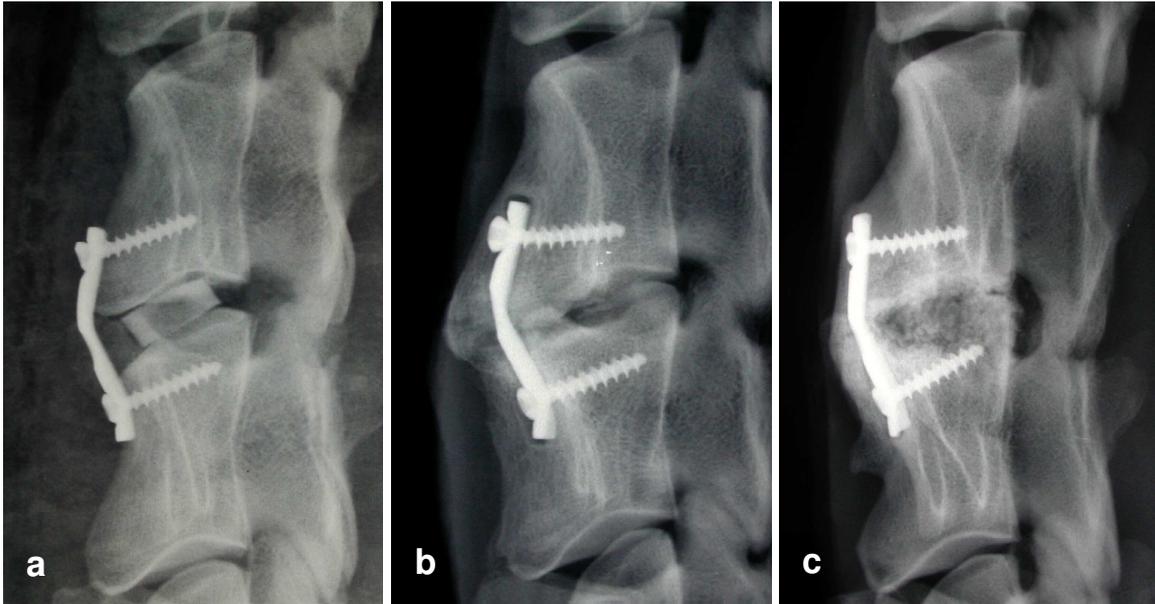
(a) Resorbonimplantat 12 Wochen post op, das Implantat zeigt keine Migration ; (b) Beckenkammimplantat nach 12 Wochen, das Röntgenbild ist bezüglich der Implantatmigration nicht auswertbar; (c) Resorbonimplantat nach 100 Wochen, das Implantat ist nicht mehr zu beurteilen
